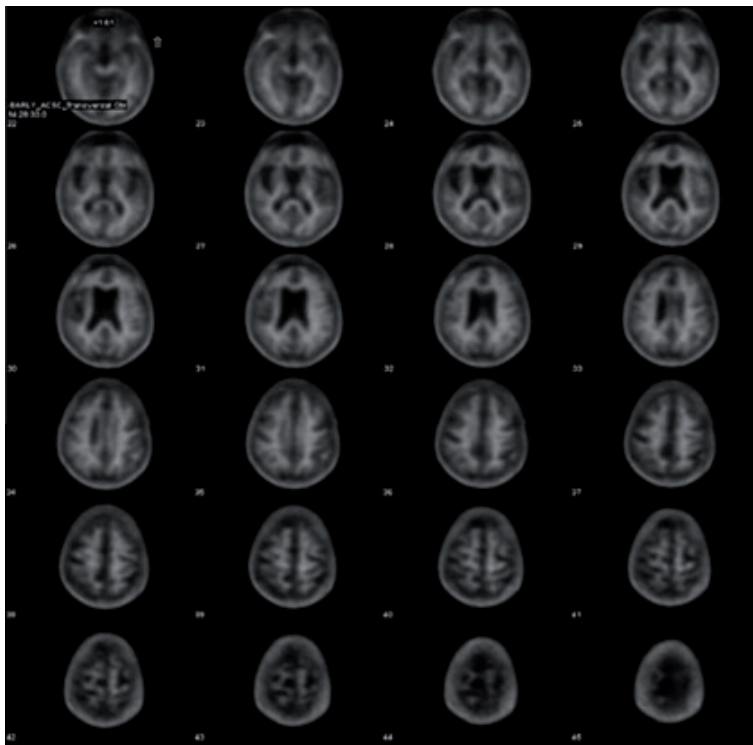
Immagini PET ottenute con Amyvid (18F – FlorBetapir), IRCCS SDN-SYNLAB, Napoli.
